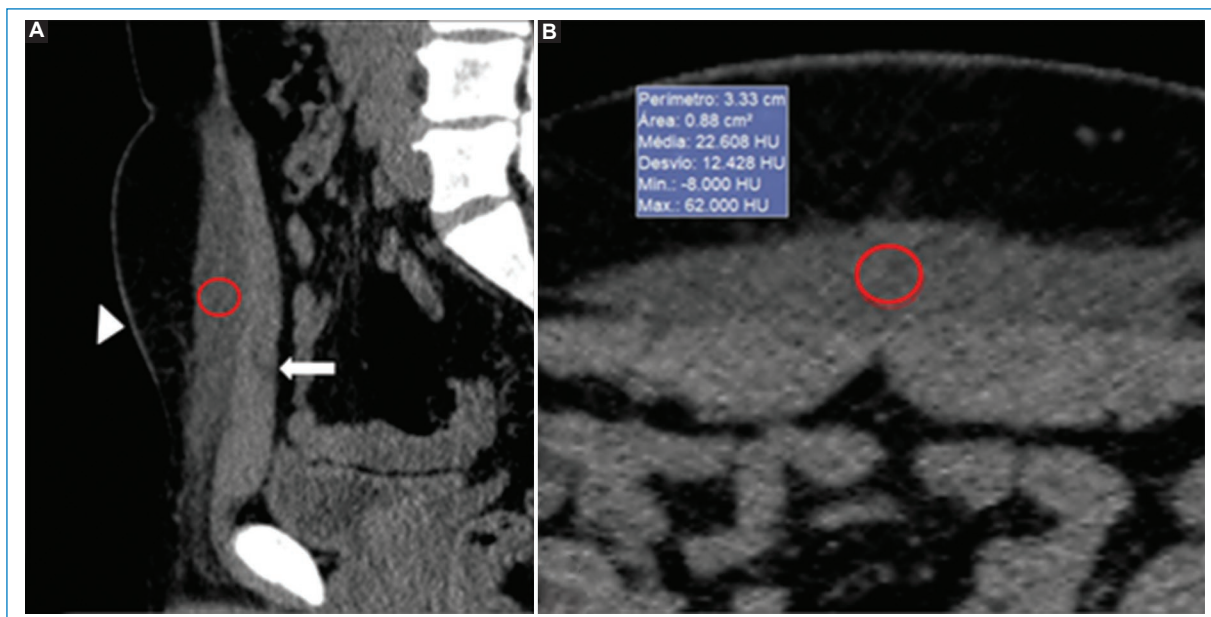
Imágenes de TC de la pelvis sin contraste (A) sagital y (B) axial. Muestran a nivel superficial del hipogastrio, por delante de los músculos rectos abdominales (flecha blanca), una colección lenticular, hipodensa de 137 x 87 x 20 mm, con densidad media de 22 UH (círculo rojo), asociado a ligera rarefacción del tejido celular subcutáneo (cabeza de flecha).
